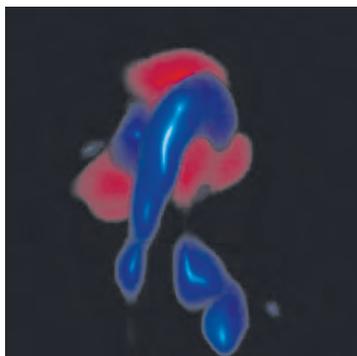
УЗИ. Транспозиция магистральных сосудов. 3D – реконструкция
